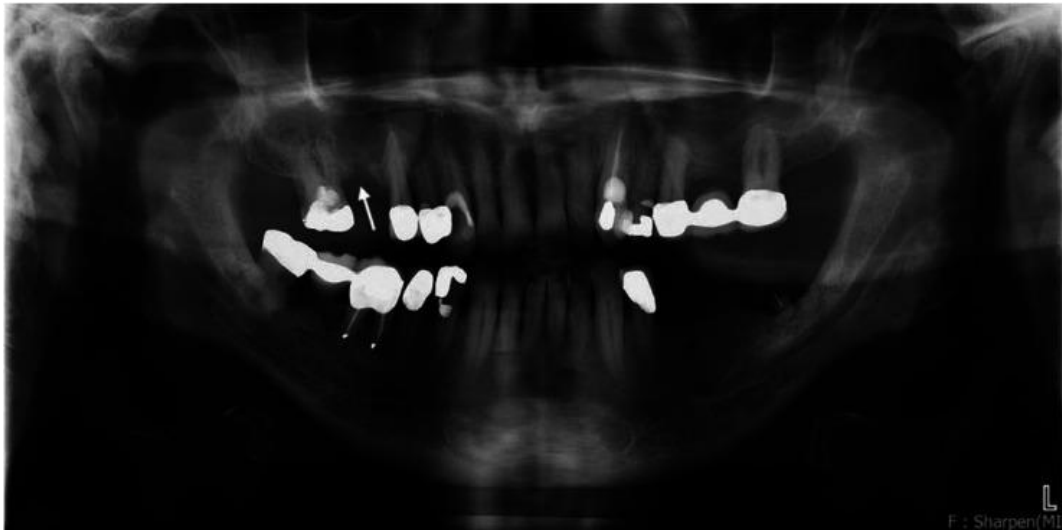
Figure 36 : Une communication bucco-sinusienne dans le quadrant supérieur droit au niveau du site d'extraction de la première molaire, vue à l'orthopantomogramme et confirmée par la radiographie périapicale (flèches blanches). Elle se manifeste par une perte de la plaque corticale, et il en résulte un épaissement muqueux du sinus maxillaire suggestif de sinusite. [75]
